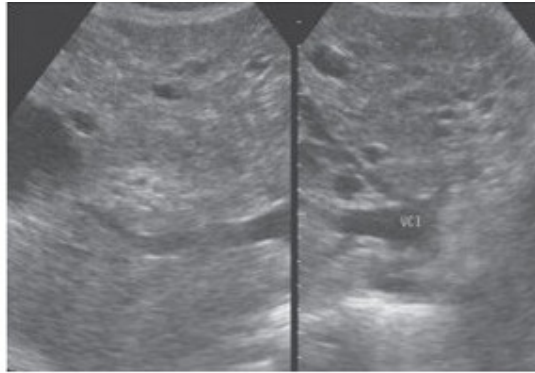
Ultrasonograma con múltiples imágenes quísticas.
